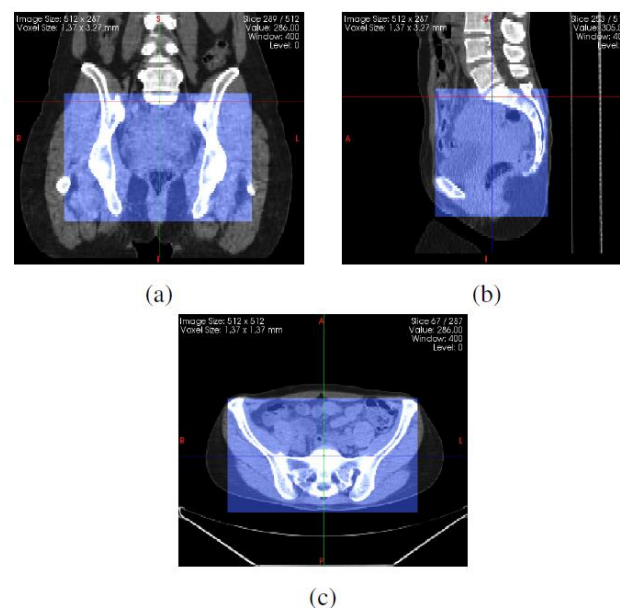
Example of pelvic region cropped according to coxal bone structures on CT images
